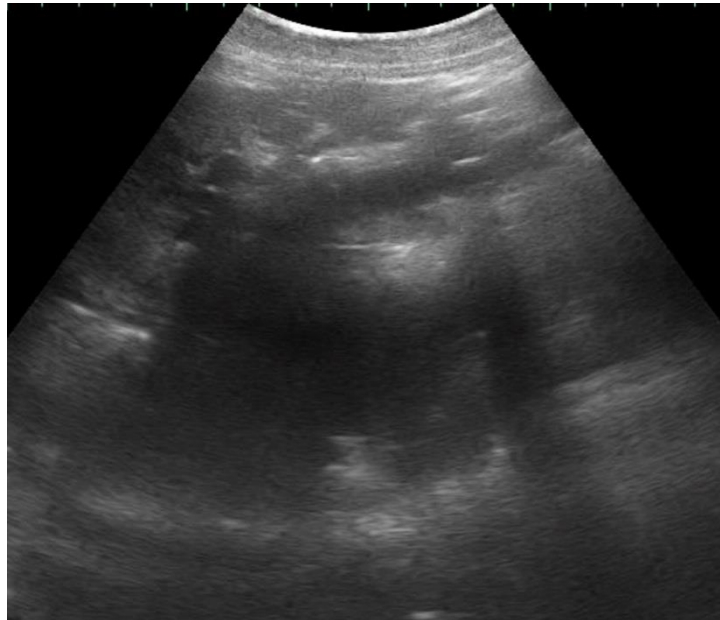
УЗИ. Камень в дистальном отделе холедоха.
